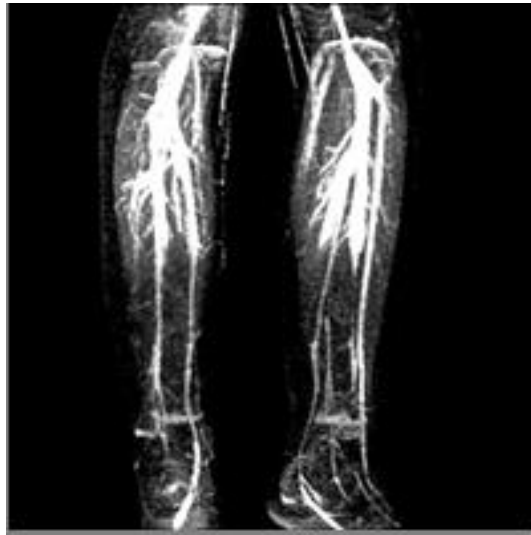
Preoperatif periferik anjiyografide sağ popliteal arter oklüzyonu.
